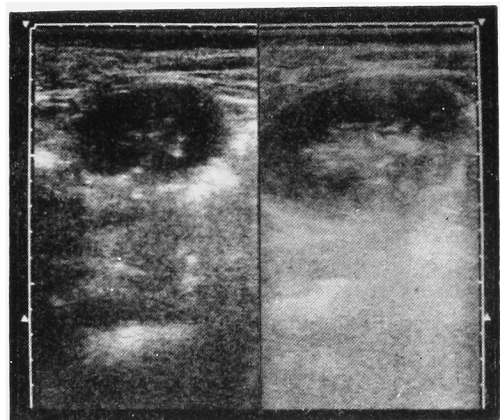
腹部超音波断層法：右腎の著しい萎縮を認める。
